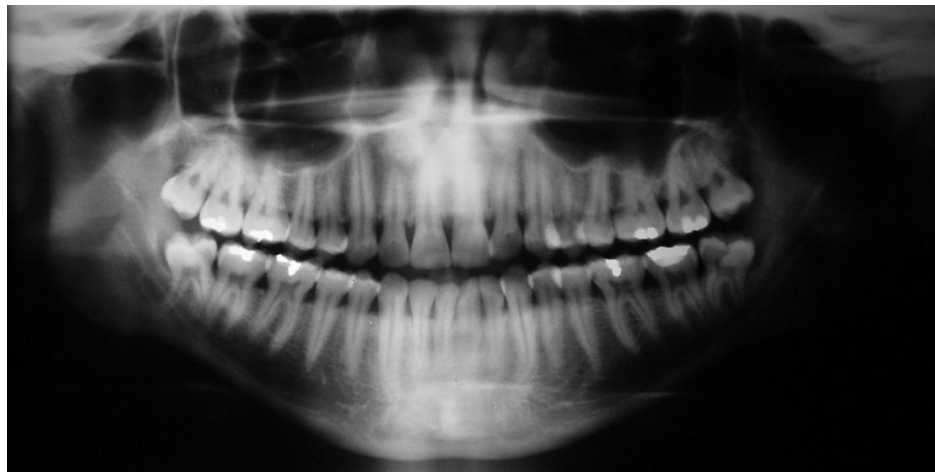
Radiografías panorámica y cefálica lateral con trazado cefalométrico U.C.V. iniciales Caso No 1.
